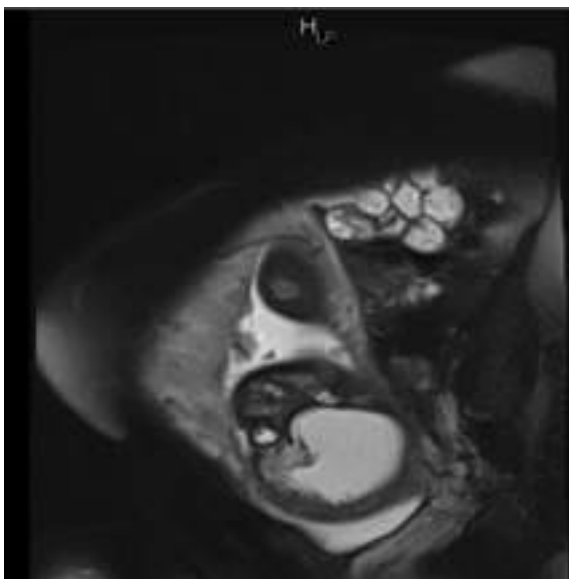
Пренатальне МРТ дослідження плода, ГВ 36 тижнів. Мікрофтальмія
